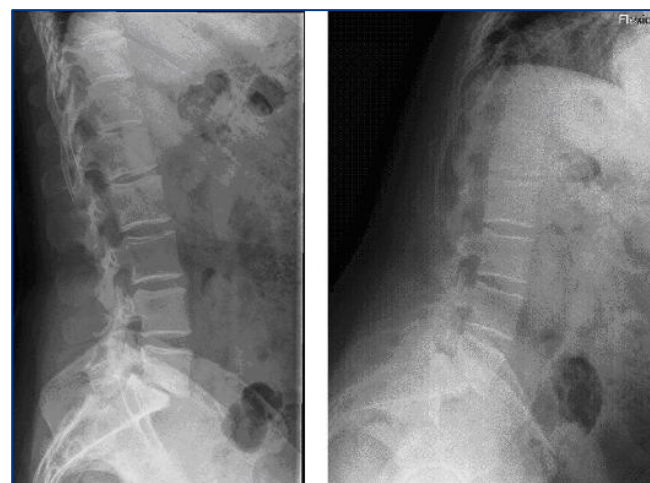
Radiografías lateral simple y en flexión de columna lumbar. Las imágenes muestran una espondilolistesis grado II a nivel de L5-S1.
